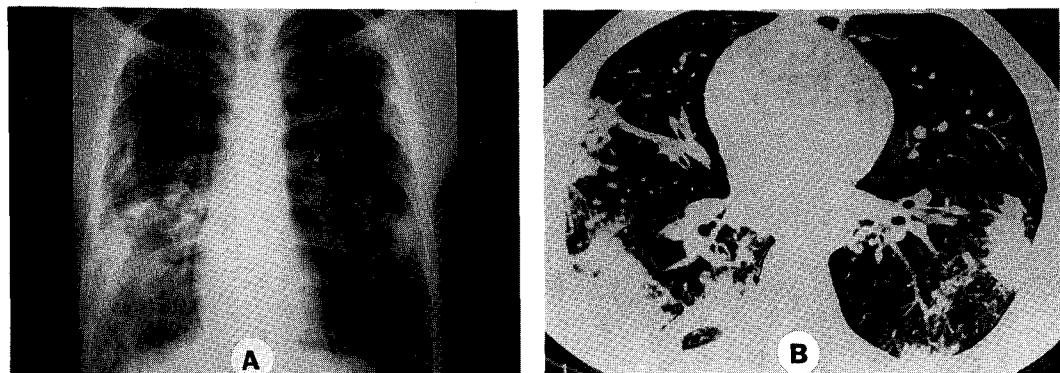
Chest radiographs of chronic eosinophilic pneumonia. A. Chest PA at admission day shows pneumonic infiltrates involving peripheral portion of both lung. B. HRCT shows dense consolidation in the peripheral lung fields.
